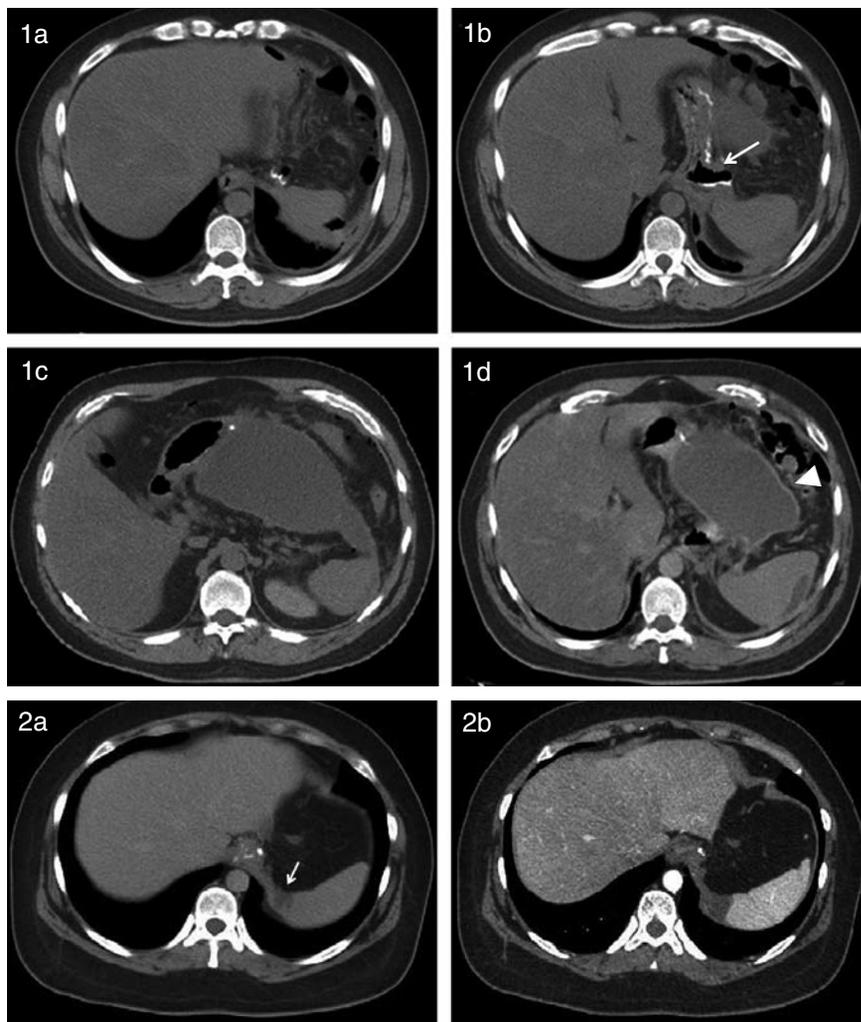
FGP diagnosticada por TC. Se observa una solución de continuidad de la sutura de gastrectomía en su aspecto proximal, asociada a extravasación de medio de contraste oral, flecha (a,b) y colección de 15,7 cm de longitud (c) con pared gruesa que refuerza con medio de contraste, cabeza de flecha (d). No se demostró extravasación de medio de contraste intravenoso hacia la colección.
